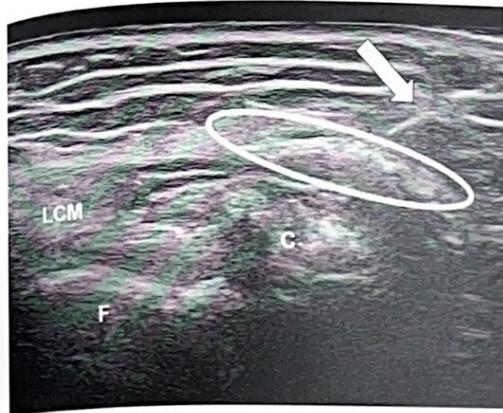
Scanning on the long axis of the medial collateral ligament: using a 23-gauge needle (arrow), lidocaine is injected under ultrasound guidance at the pericalcific level to anesthetize the area (circle).
